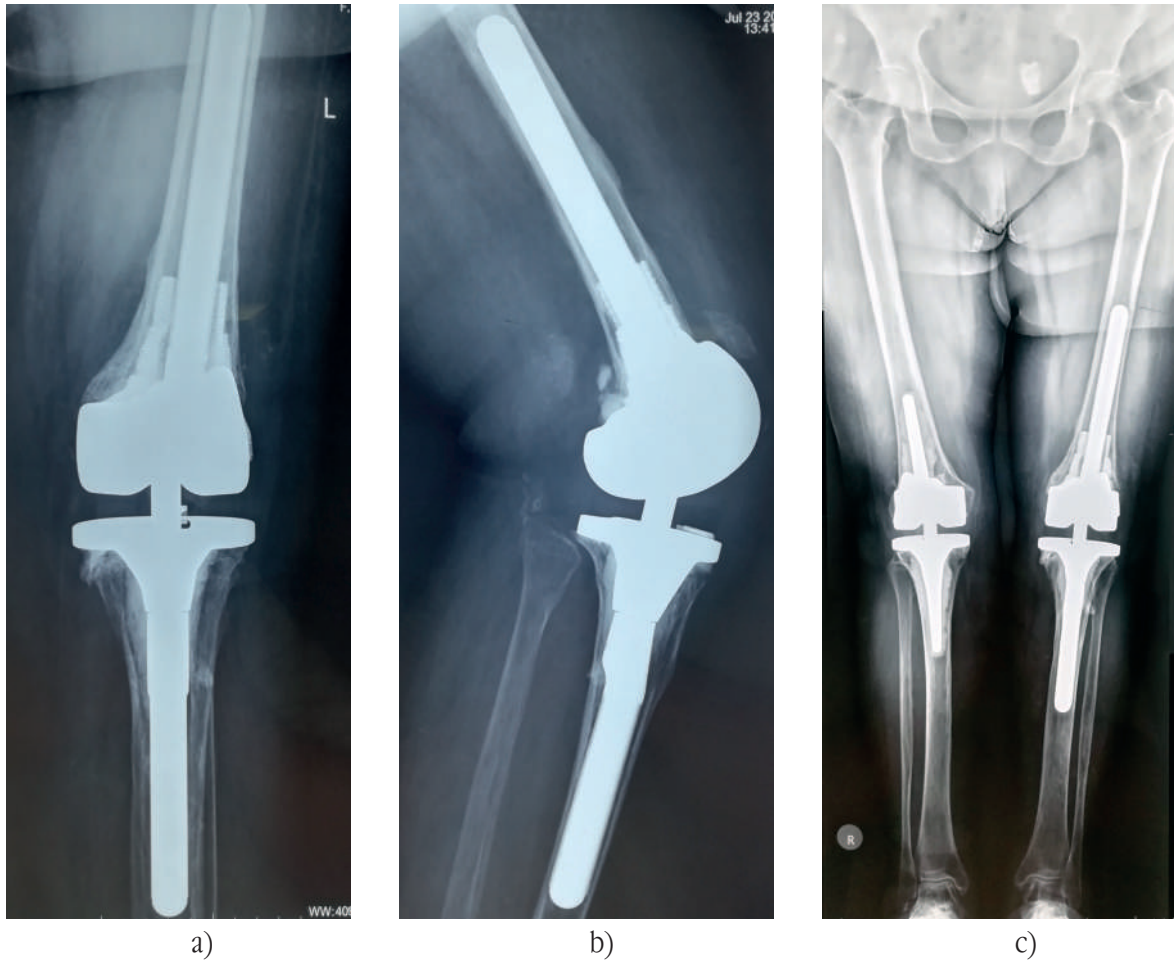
Рентген-контроль через 5 месяцев после операции
